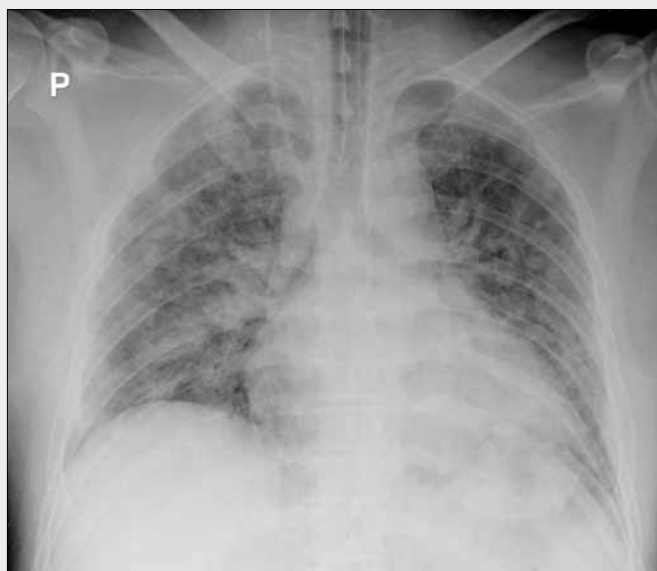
Woman, 58 years, treated 8 years for chronic lymphatic leukemia, after autologous blood marrow transplantation. Progressive dyspnoe. A fever of one week duration, 1. 12. 2009 admitted to the department of Anesthesiology and Resuscitation. A – plain chest radiogram: bilateral inflammatory infiltrates with central localisation, especially right; B – CT examination: coronal scan, in the same day, dense condensation of lung tissue, predominant in hilar region; C – 14. 12. 2009: plain chest radiogram – slow regression of infiltrates. Proved superinfection with candida and hemophilus.
